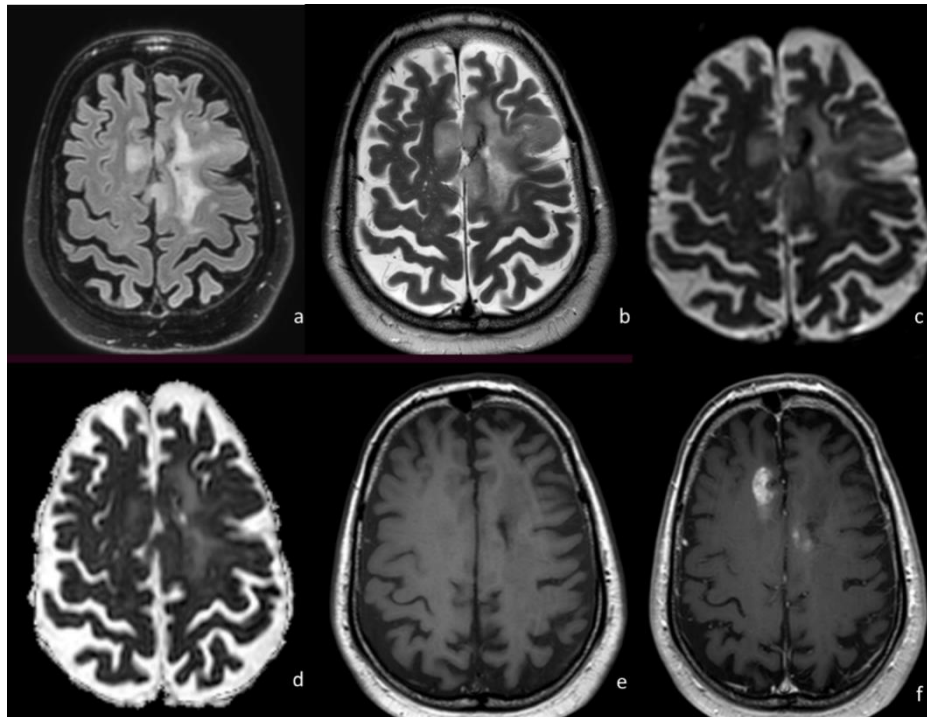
Exemplo de caso clínico com as seqüências *standard* recomendadas no estudo de tumores cerebrais por RM, pelo *International Standardized Brain Tumor Imaging Protocol*. Imagens do caso clínico 1 do presente estudo. As seqüências são: (a) T2 *fluid attenuated inversion recovery* (FLAIR), (b) T2 axial, (c) imagem axial ponderada em difusão, (d) mapa de coeficiente de difusão aparente, (e) T1 axial pré-contraste e em (f) T1 axial pós-contraste.
